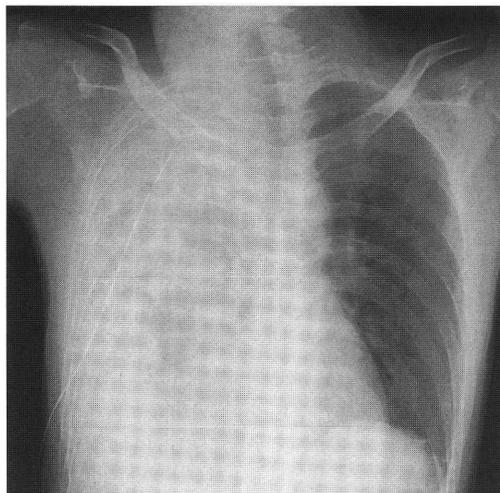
入院2日目 胸部X線写真 (症例1): 右肺野全体の透過性が低下している。
